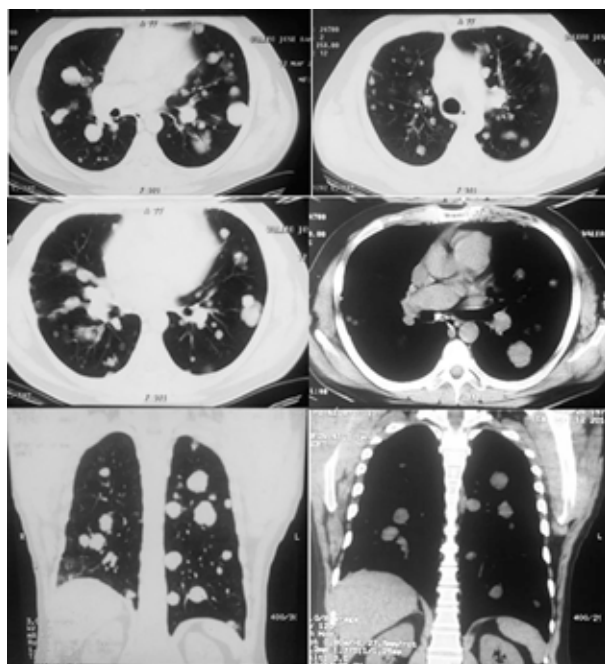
Tomografía *BRIGHT SPEED* de 16 detectores de tórax múltiples imágenes nodulares a nivel central y sub-pleural bilateral con tamaños que oscilan entre 0,6 cm y 3,1 cm, con valores de atenuación entre 23-43 UH. Se aprecia un aumento en la atenuación pulmonar con broncograma aéreo, asimismo, opacidades en vidrio esmerilado periférico bilateral, engrosamiento septos inter-lobulillares a predominio basal.
